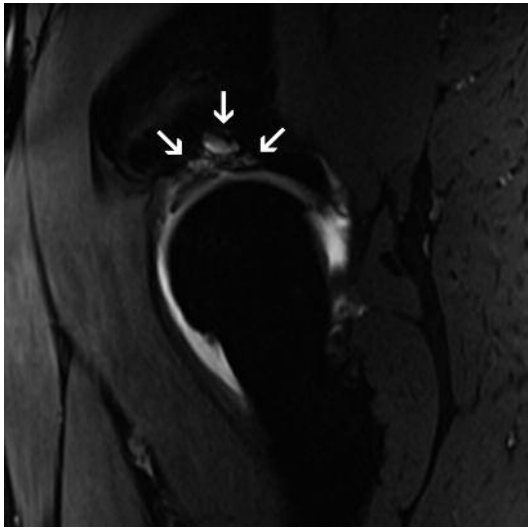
Immagine artro-RM sagittale 3D: sofferenza subcondrale di tipo pseudocistico geodico del ciglio acetabolare (*freccie*).
